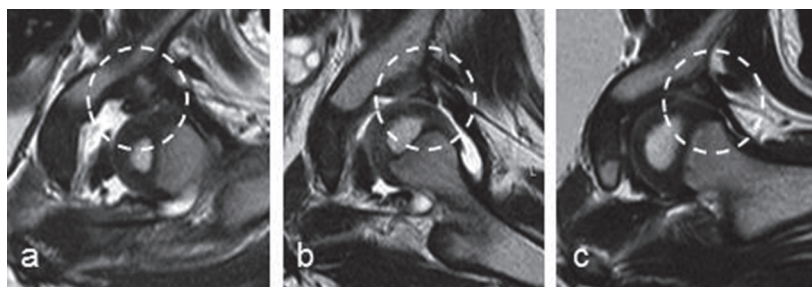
上方関節唇，左股関節 MRI T2 強調像 冠状断
